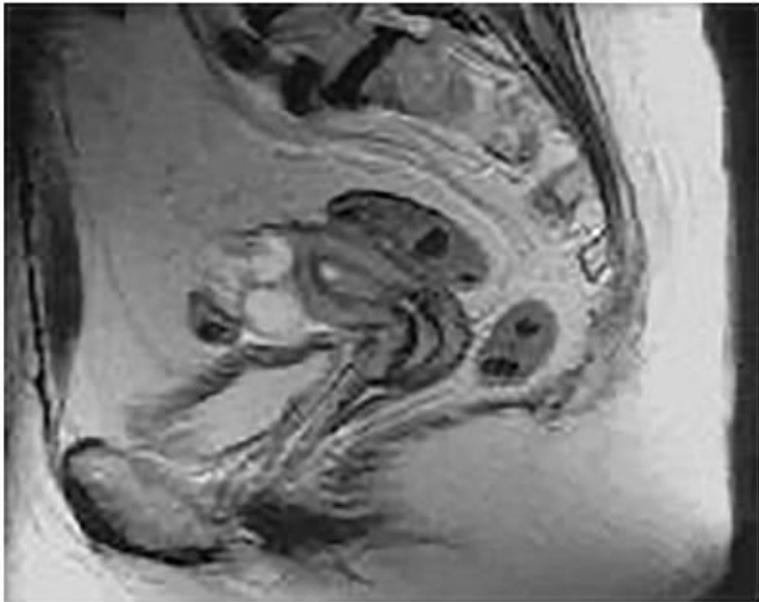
Магниторезонансное исследование МРТ, Т2-ВИ. Сагиттальный срез. Визуализируется тело матки, внутри ее полости виден полип. Над телом матки и вдоль ее правого ребра расположена расширенная маточная труба. В истмическом отделе трубы определяется опухолевидное образование в виде «цветной капусты» (с выраженным папиллярным ростом)
